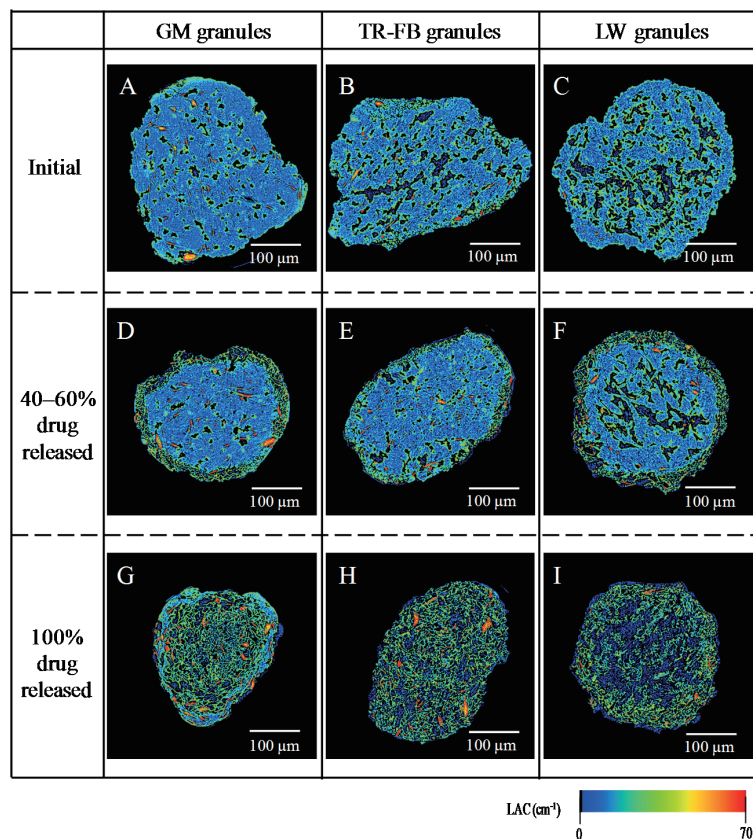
各種造粒物の X 線 CT による内部構造解析。
